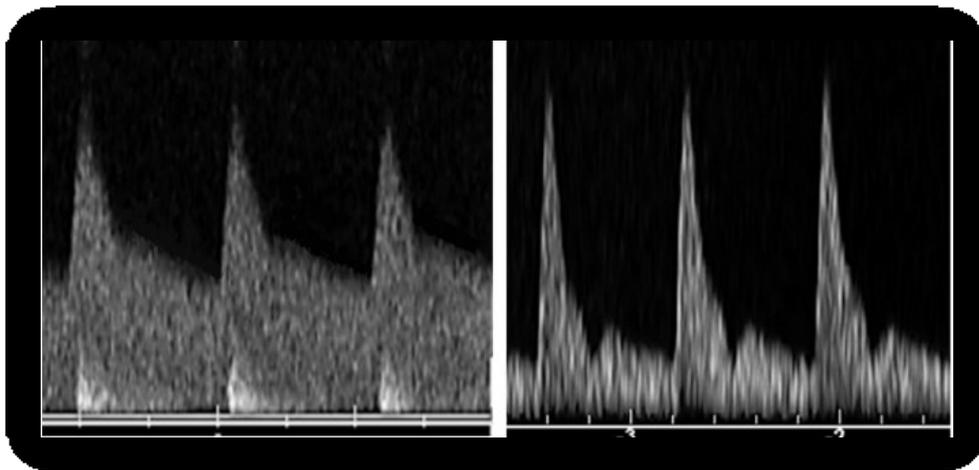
doppler d'artère utérine[71]
